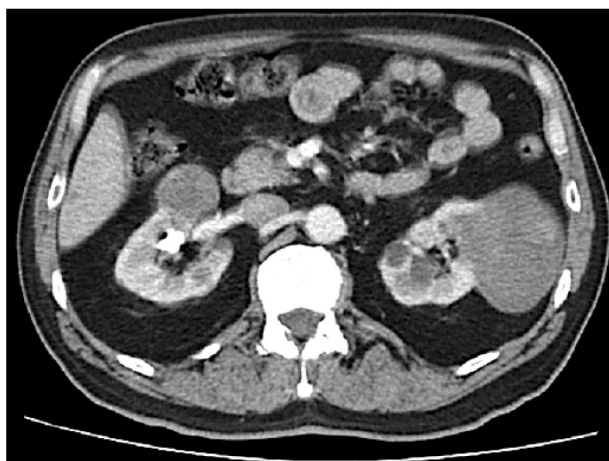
CT scan showing bilateral renal masses
